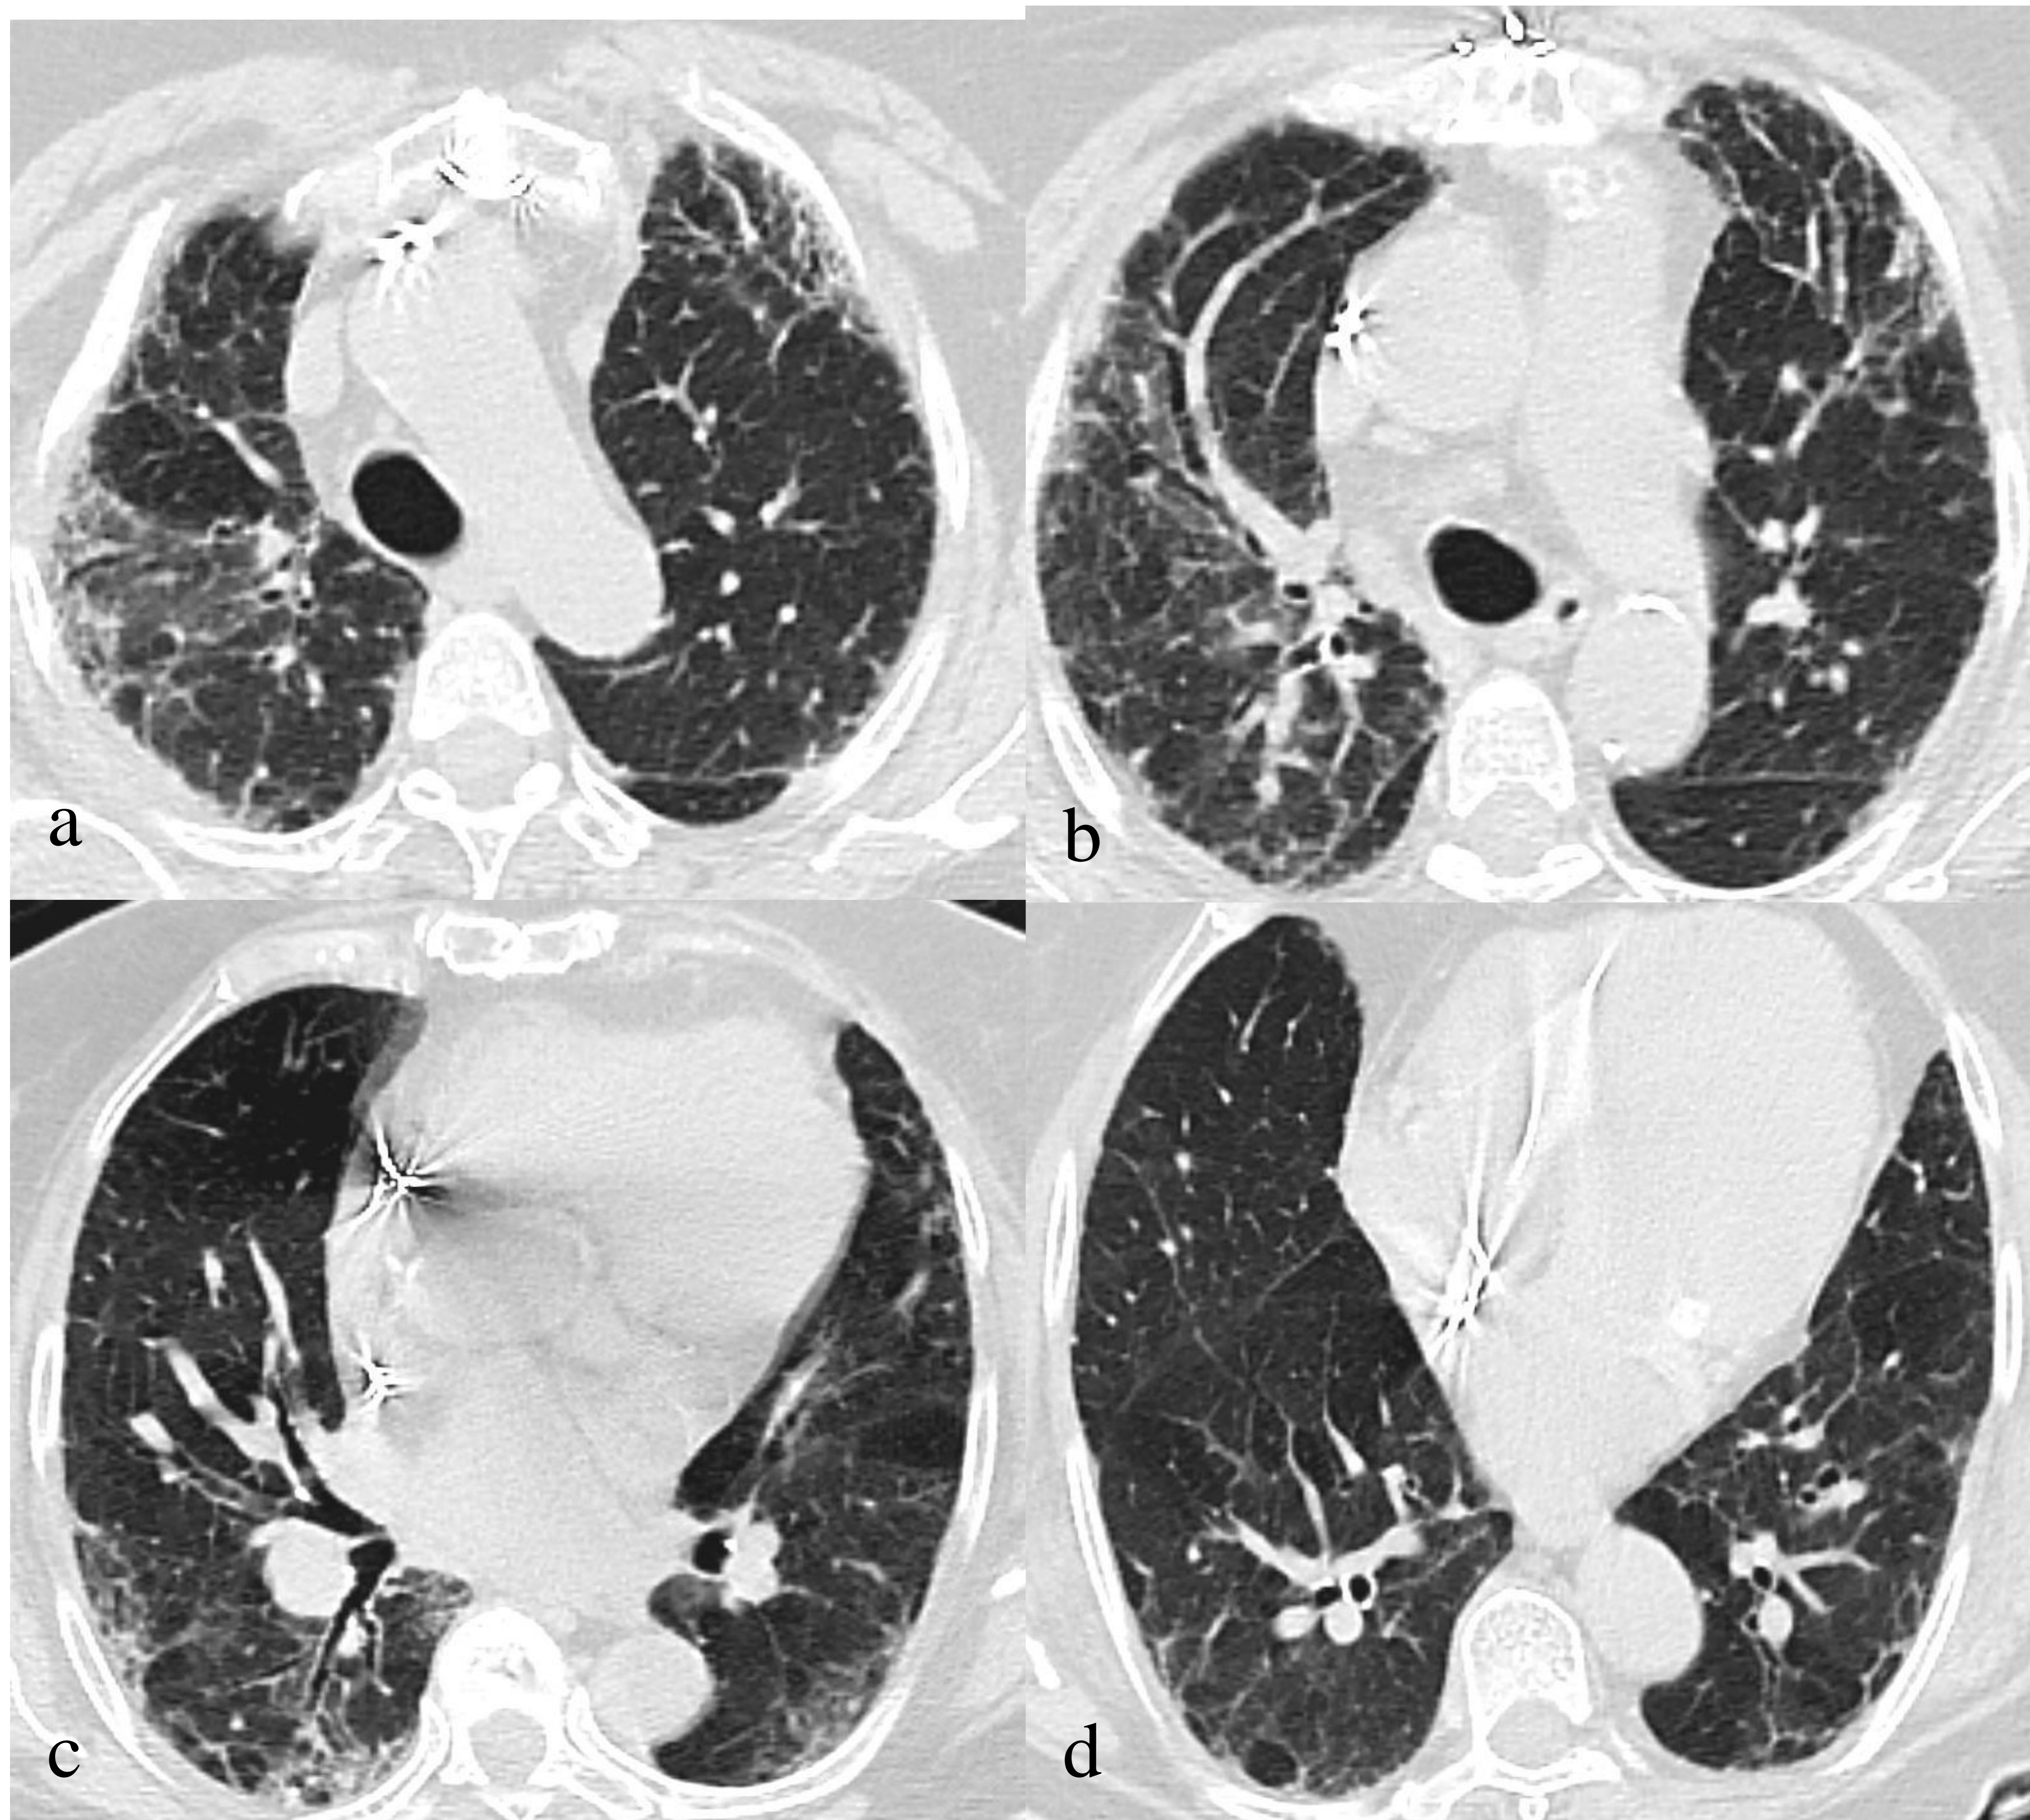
Paciente con disnea de larga evolución. En imágenes axiales de TC destaca patrón intersticial bilateral y difuso en forma de engrosamiento septal y focos de reticulación subpleural en lóbulos superiores. Observe en imagen a la pérdida de volumen del LSD y áreas parcheadas en vidrio deslustrado. Destacan bronquiectasias de tracción en LSD (imagen a) y en región apical de LID (imagen c). En imagen d destaca cierto respeto de bases pulmonares. La anatomía patológica confirmó neumonitis por hipersensibilidad fibrosante.
